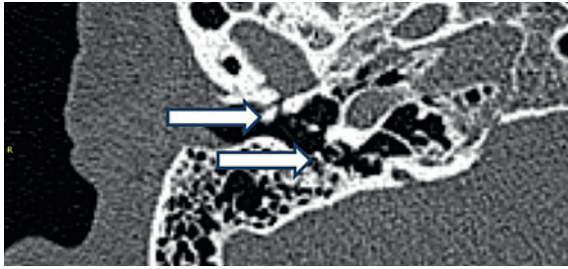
КТ правой ВК в аксиальной плоскости
